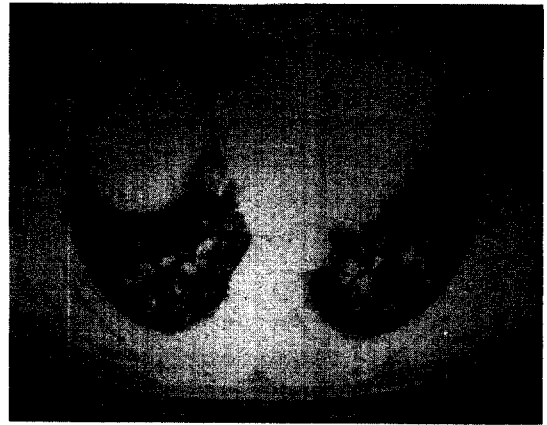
Pneumocystis carinii pneumonia-acute phase. HRCT shows both diffuse ground-glass opacification.
